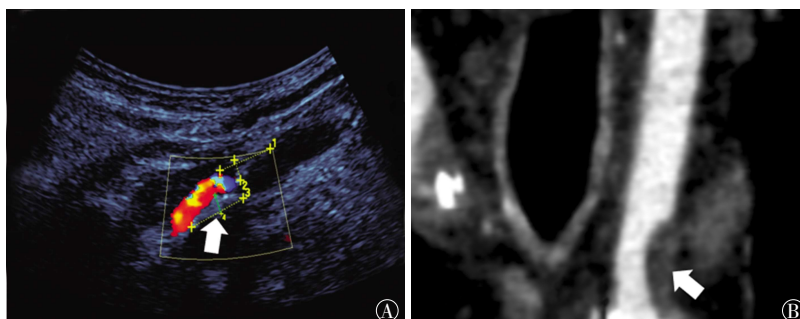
左侧颈内动脉斑块的 CDUS 与 DSCTA 的图像(箭头示颈总动脉起始段) 患者女性, 72 岁。图中, A: CDUS 颈内动脉起始处长轴切面显示一偏强回声斑块附壁, 该斑块造成颈内动脉中度狭窄, 狭窄处彩色血流呈“五彩镶嵌”样; B: DSCTA 显示一脂质斑块附壁, 该斑块造成颈内动脉中度狭窄。CDUS: 彩色多普勒超声; DSCTA: 数字减影 CT 血管成像。
